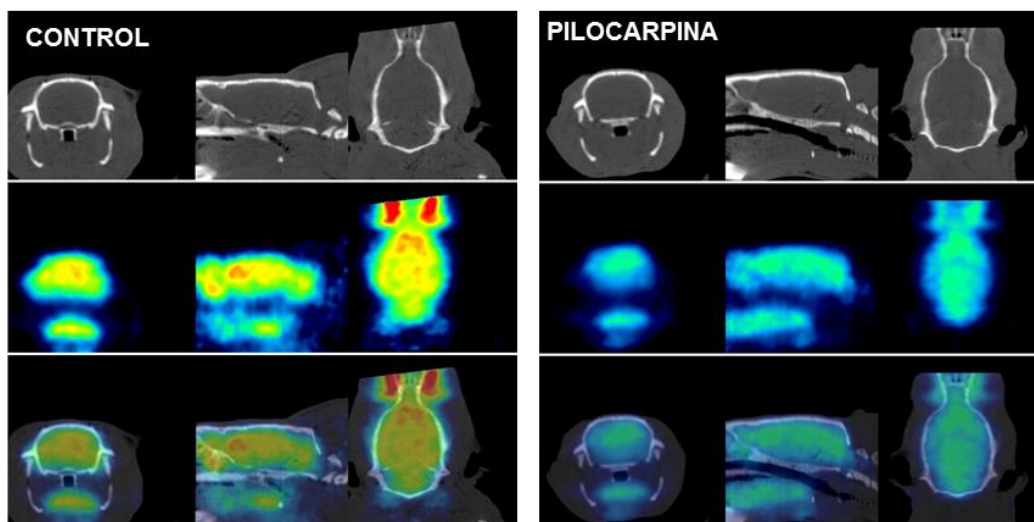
Imágenes CT (fila superior), FDG-PET (fila intermedia) e imagen fusionada (fila inferior) de cerebro de rata (cortes coronales, transversales y sagitales), mostrando el hipometabolismo generalizado postictal asociado a la administración del agente convulsivante pilocarpina. Imagen cedida por Dr. L. García-García, Unidad de Cartografía Cerebral, Instituto Pluridisciplinar, UCM, Madrid.
